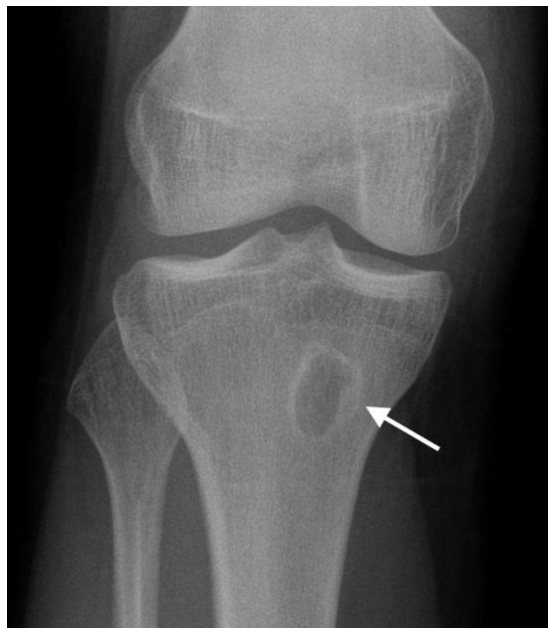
Рентгенівський знімок з виявленням остеомієліту
